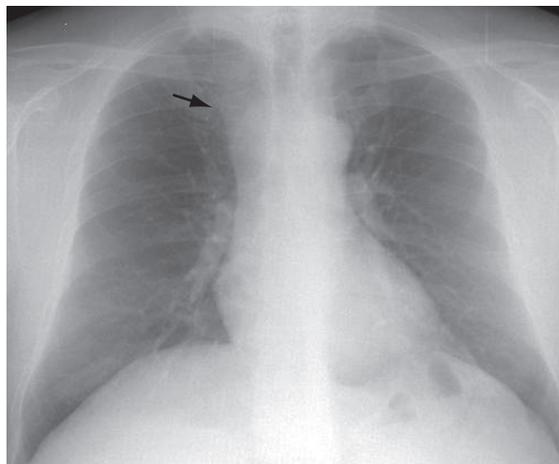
Radiografia de tórax com opacidade paratraqueal direita (seta).
